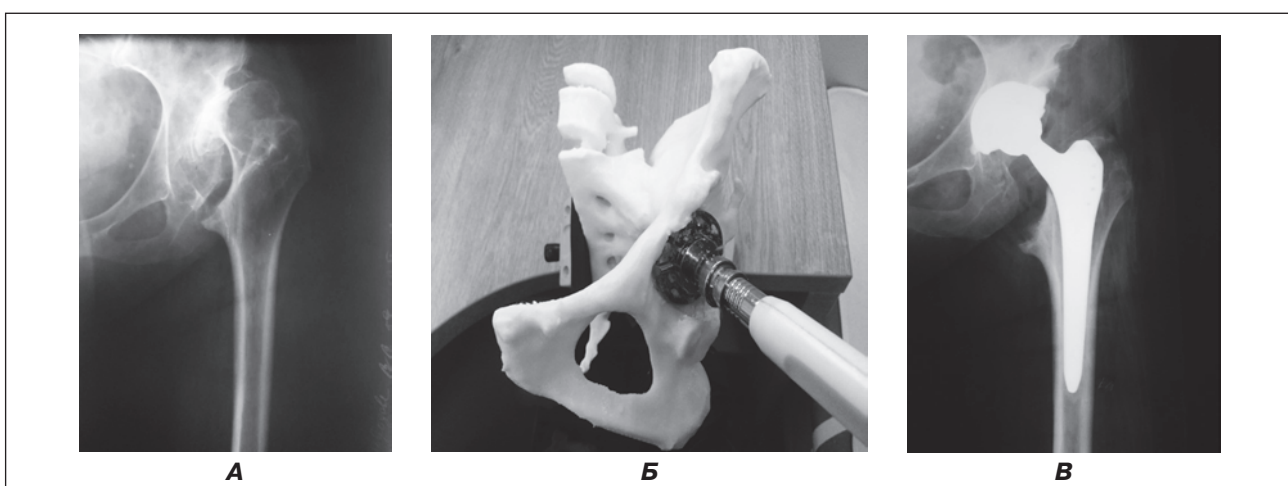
Рентгенограма лівого кульшового суглоба хворої Н. з диспластичним коксартрозом ІV ст. (А); пластиковий прототип кульшової западини: виявлено дефекти ІІА за W.G. Paprosky [9], виконана передопераційна примірка фрезами (Б); рентгенографія після оперативного втручання: тотальне ендопротезування лівого кульшового суглоба протезом Biomet Mellory head/Zimmer Alloclassic (В)
